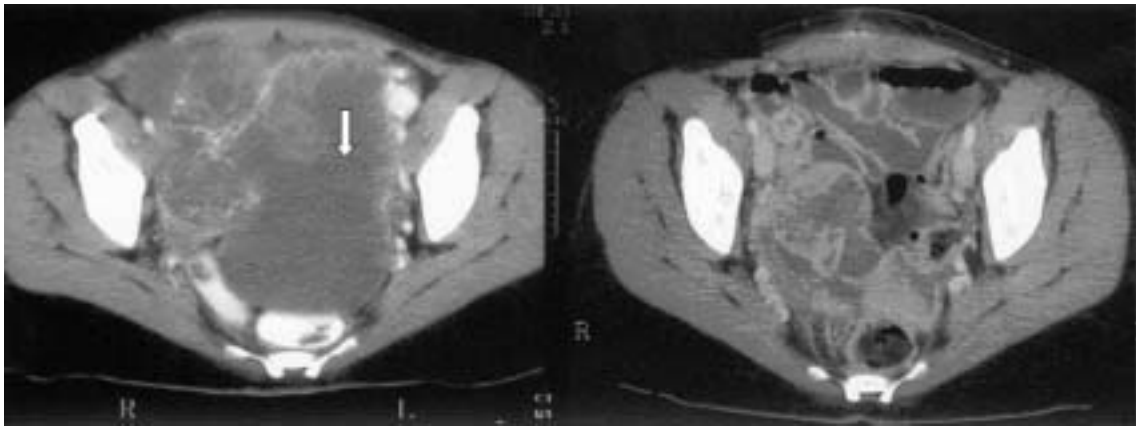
Imágenes correspondientes al TAC del diagnóstico (13/07/2004), y postcirugía (13/08/2004) tras aparente resección completa.
